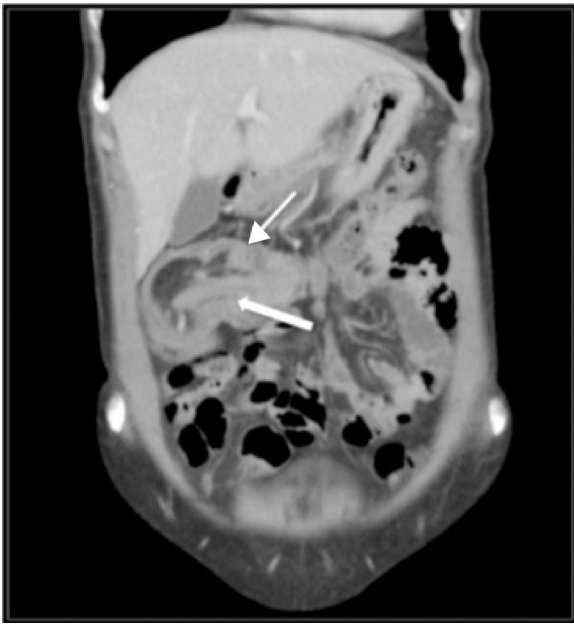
TAC abdominal en corte coronal: invaginación del íleon (flecha gruesa) en el colon transverso (flecha delgada). «Signo de la salchicha».
